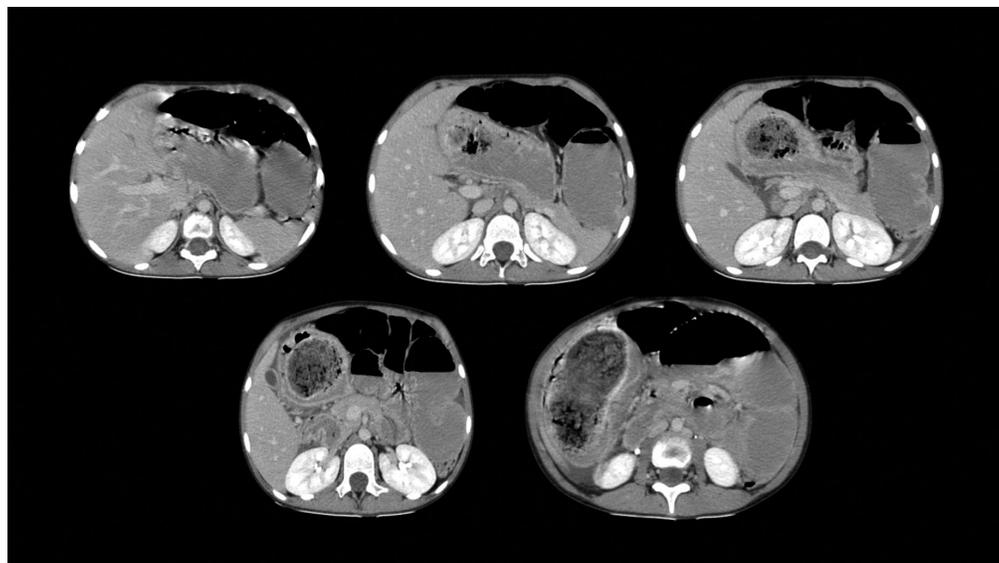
TAC Abdominopélvico Contrastado
